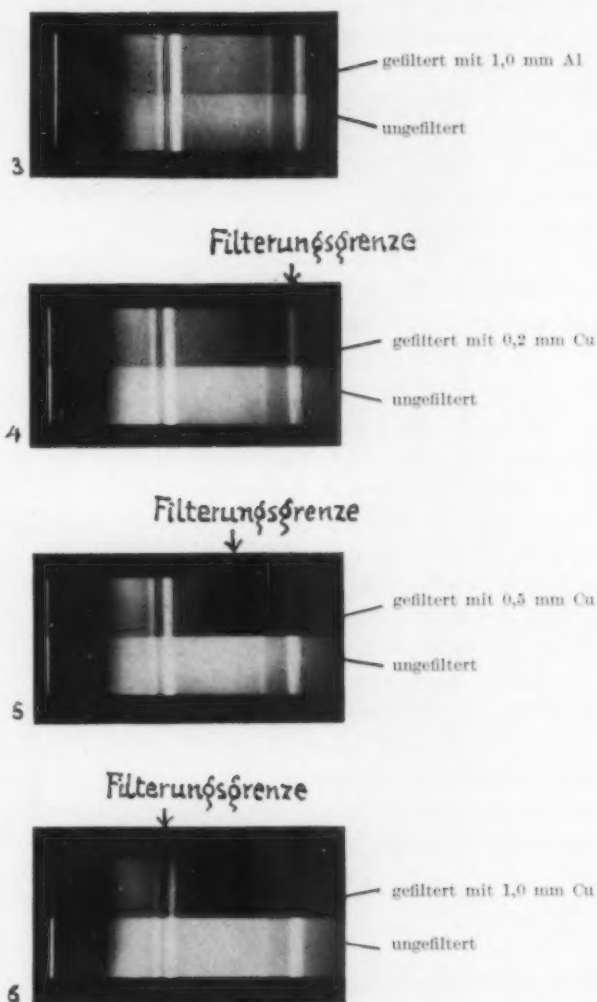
6. Röntgenspektrographische Filteraufnahmen.
